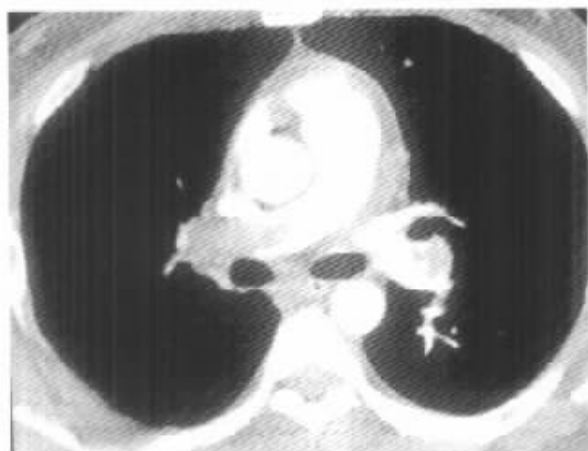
术前电子束CT示：右肺动脉主干及左肺动脉主干远端可见大块充盈缺损影
